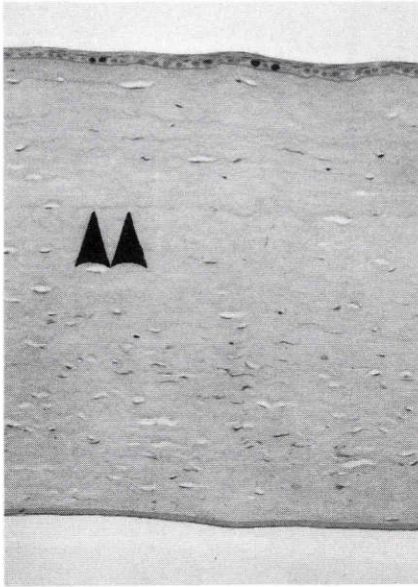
術後45日目(角膜レンズ中央), H-E染色(^3H -thymidine autoradiography), $\times 50$
